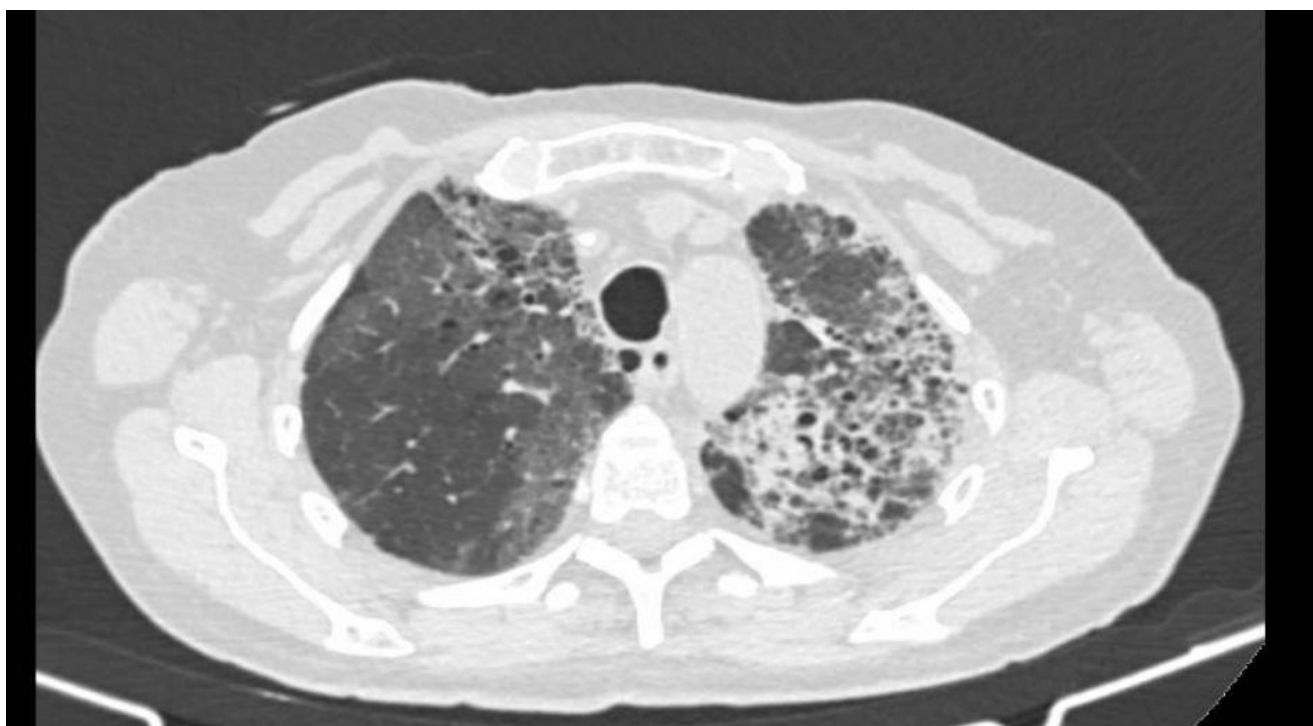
Tomografia computadorizada pulmonar realizada em internamente a demonstrar consolidações multifocais bilaterais com padrão de vidro despolido compatíveis com pneumonite.
